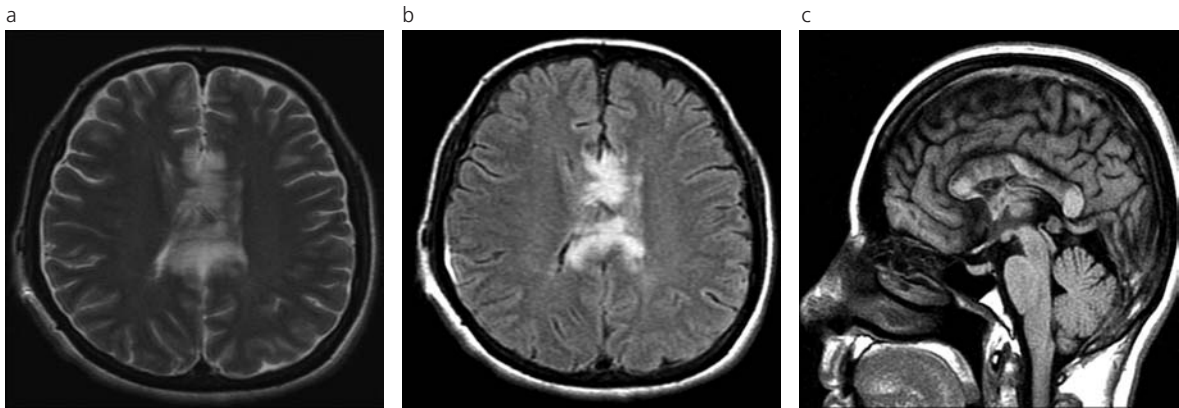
RM cerebral, cortes transversales (a) con técnica espín eco con ponderación T2. (b) Supresión de LCR (FLAIR): zonas de alta señal en el segmento corporal del cuerpo calloso. (c) Imagen sagital con técnica eco de espín en ponderación T1: aumento de volumen y zonas de baja señal en el rostrum y el segmento corporal del cuerpo calloso.
